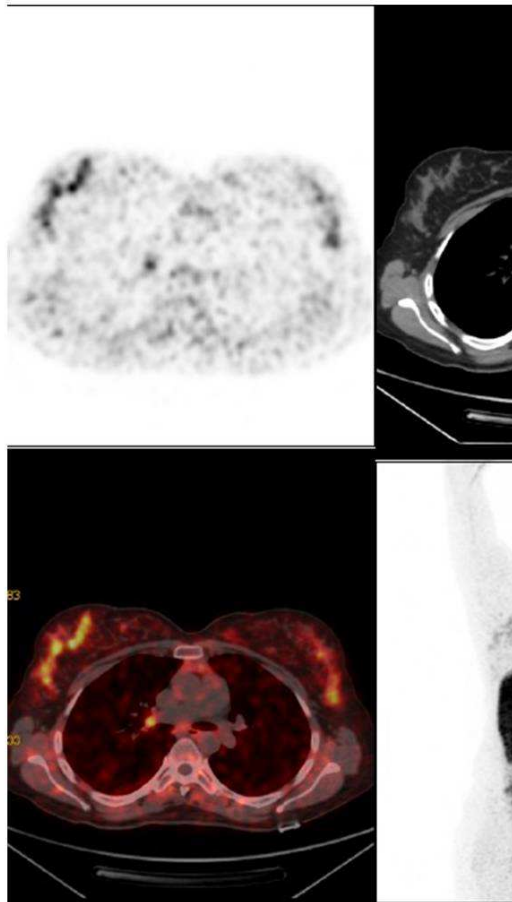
A 36-y-old female patient, 1 year postpartum, with NET diagnosis underwent Ga-68 DOTA-TATE PET/CT for staging. Axial PET, CT, fusion and MIP images revealed bilateral breast uptake of Ga-68 DOTA-TATE which was more prominent on the right side. There was also pancreatic lesion with intense Ga-68 accumulation (arrow).
